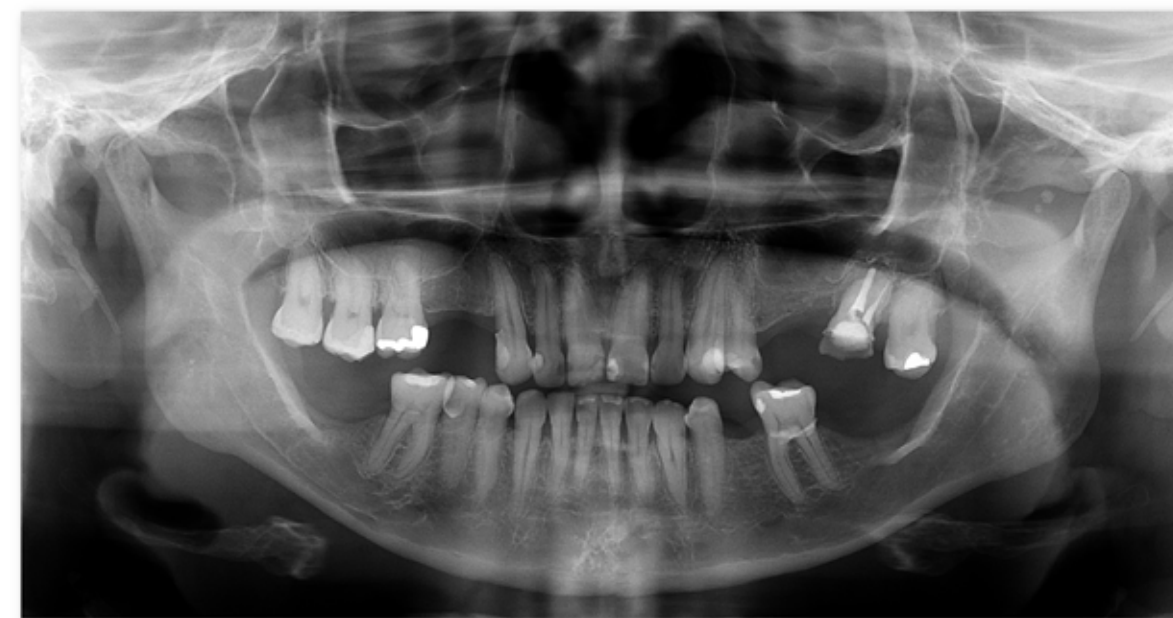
Imagens radiopacas próximo da cabeça da mandíbula do lado esquerdo, diagnosticadas em radiografia panorâmica. [Imagem cedida pelo Professor Doutor Maurício Barriviera.]
